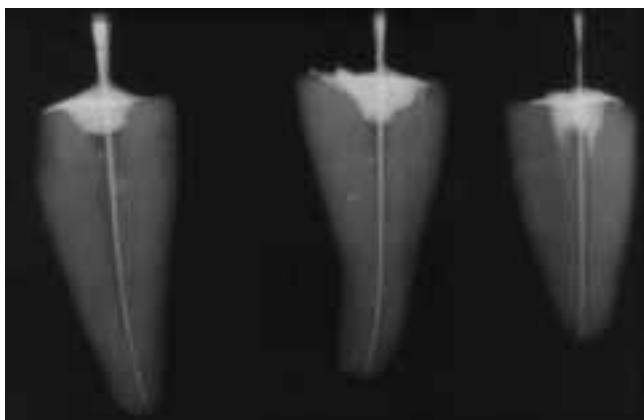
Röntgenaufnahme der Zähne nach endometrischer Wurzelkanallängenbestimmung mit im Kanal zementierter K-Feile
